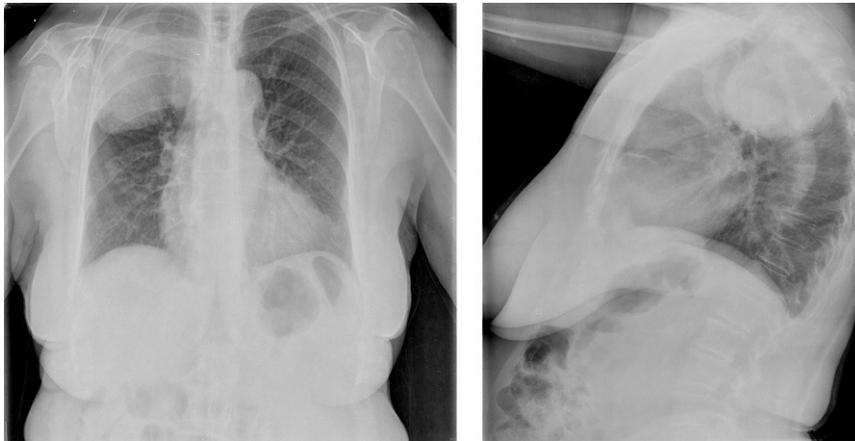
Radiografía de tórax AP y lat.: imagen de aspecto masa bien delimitada en zona apical y lóbulo superior del pulmón derecho.
